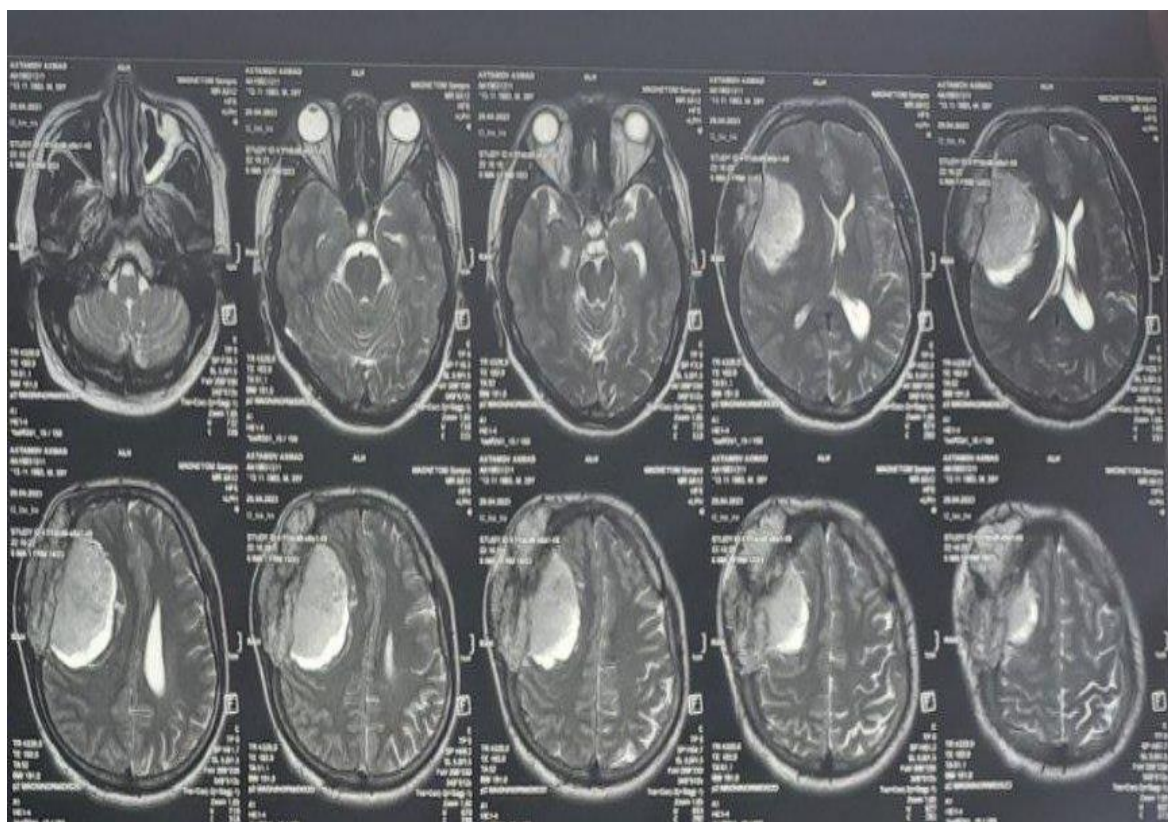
Рисунок 2В. Предоперационная МРТ головного мозга
